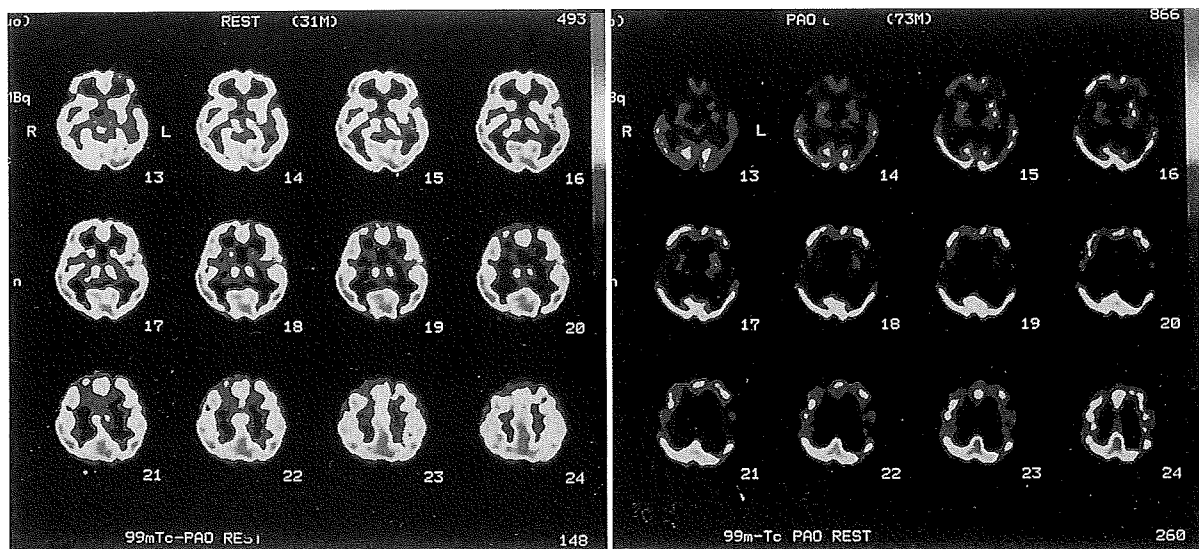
正常(左)と特発性NPH患者(右)のSPECT
